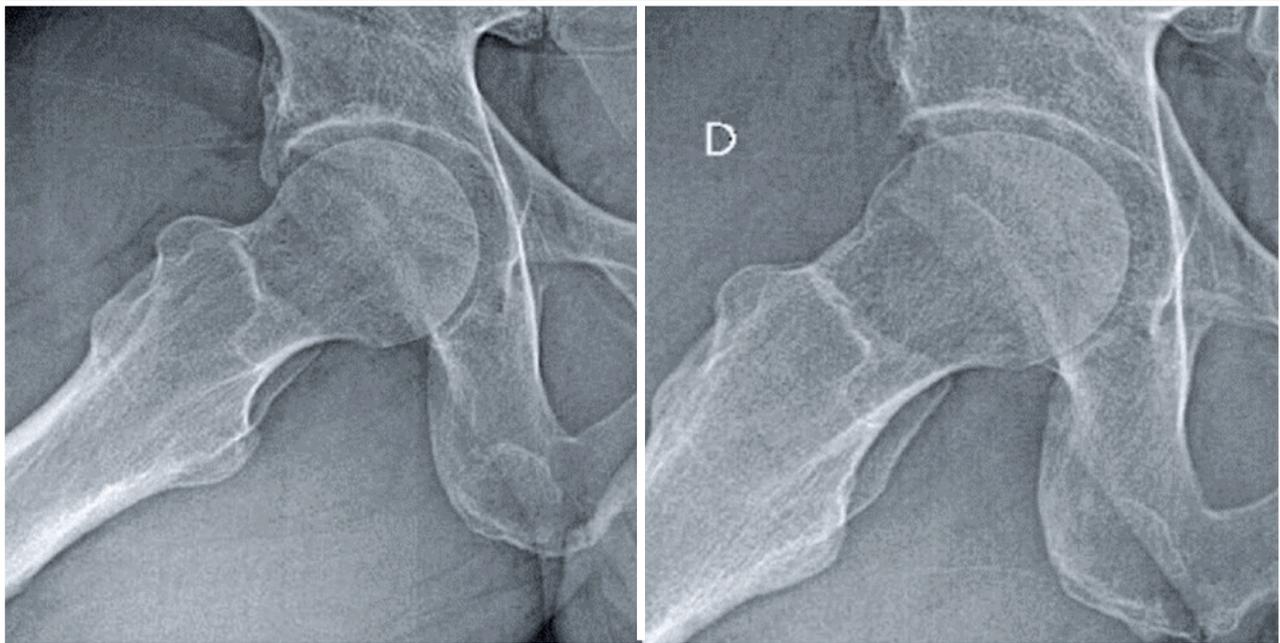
Radiografias pré e pós-operatória.
